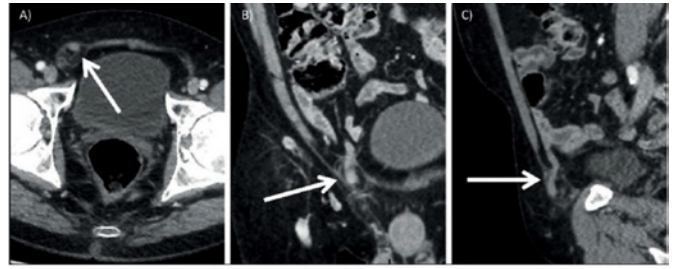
Tomografía computarizada con contraste del abdomen. Vistas axial (A), coronal (B) y sagital (C) del apéndice localizado dentro del saco de hernia inguinal derecha⁹.
